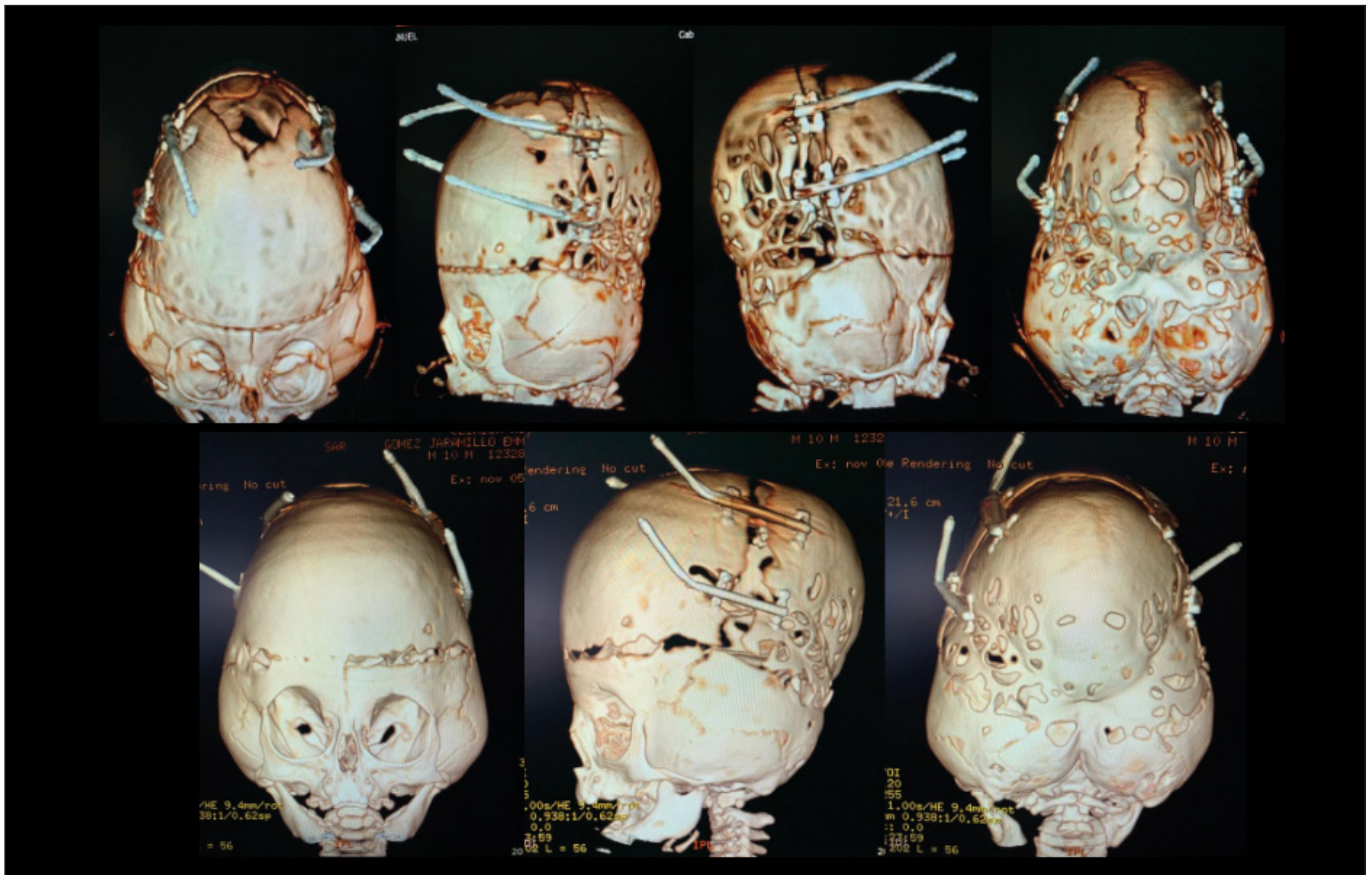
Tomografía computarizada postoperatoria de control.
